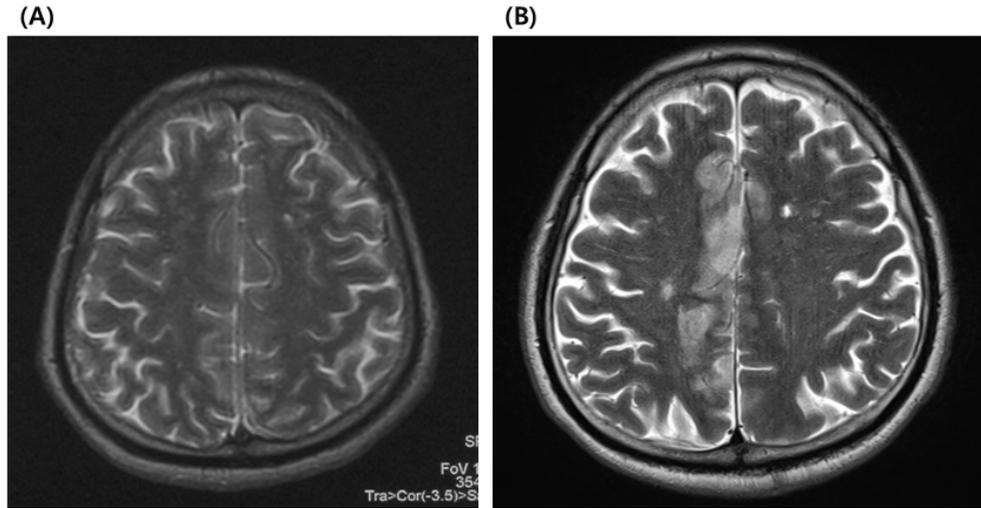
Brain MRI of patient. (A) Brain MRI of 1st admission. The patient had mild symptoms due to SAH, and there was no brain CT image among the medical records for SAH. MRI was taken at the time of hospitalization in 2007. (B) Brain MRI of second admission. New lesions were observed on right ACA territory. This image was taken the onset of cerebral infarction in 2020. MRI: magnetic resonance imaging, SAH: subarachnoid hemorrhage, CT: computed tomography, ACA: anterior cerebral artery.
